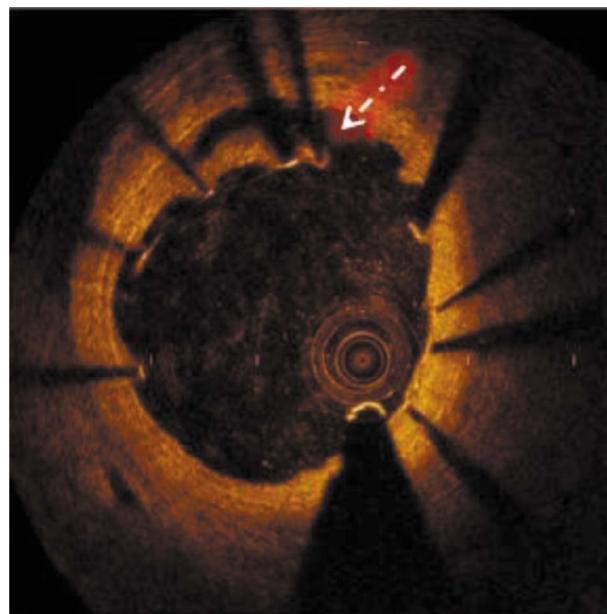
Изображение оптической когерентной томографии передней межжелудочковой артерии в приусьевом отделе. Стрелкой указаны разрыв интимы с формированием субинтимальной гематомы, а также мальапозиция страт стента.
